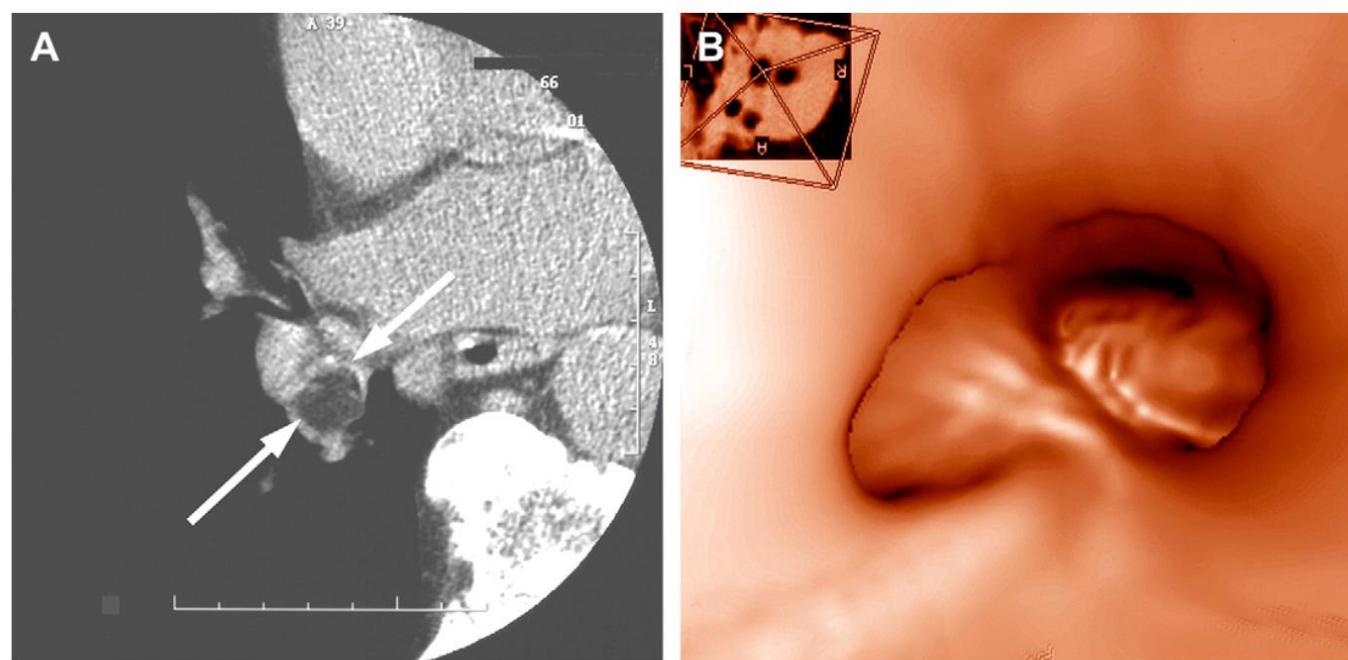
Endobronchial lipoma. (A) Axial CT shows -90 HU rounded fatty mass (arrow) obstructing right lower lobe bronchus. VB (B) and real bronchoscopy (C) show excellent correlation.
